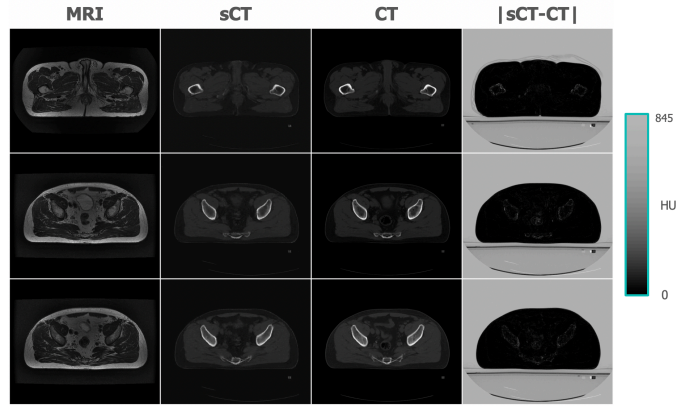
De gauche à droite Image IRM, le CT généré, le CT de référence et la valeur absolue de la différence entre le CT de référence et le CT synthétique.
